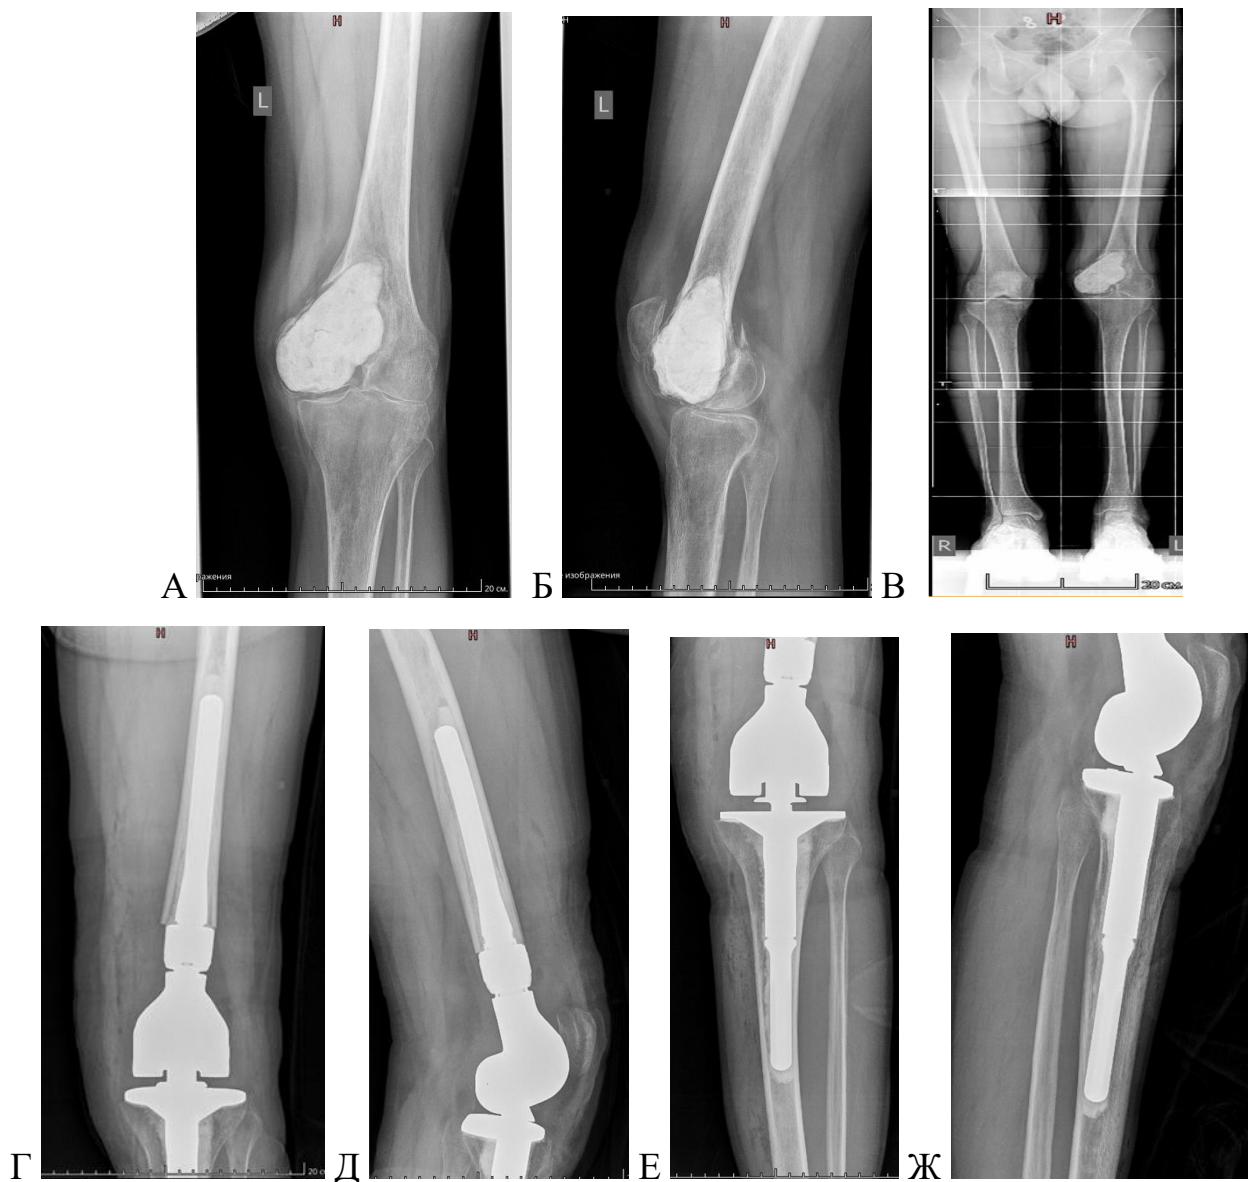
Рентгенограммы пациента Б. с переломом наружного мыщелка левой бедренной кости на фоне ГКО: А, Б, В – рентгенограммы в прямой и боковой проекциях и телерентгенограмма нижних конечностей при поступлении;
